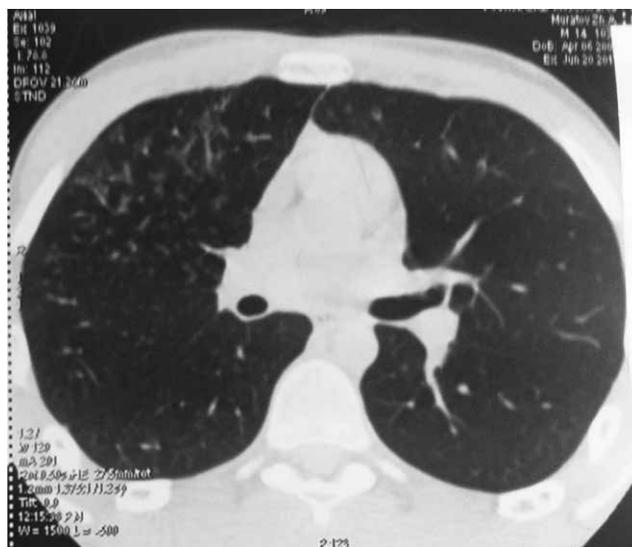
КТ грудной клетки при поступлении: в С3 правого легкого множественные разновеликие очаги
